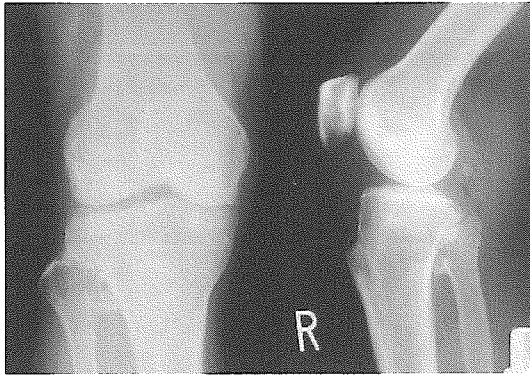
症例2のX線写真. 右の内側型変形性膝関節症.
